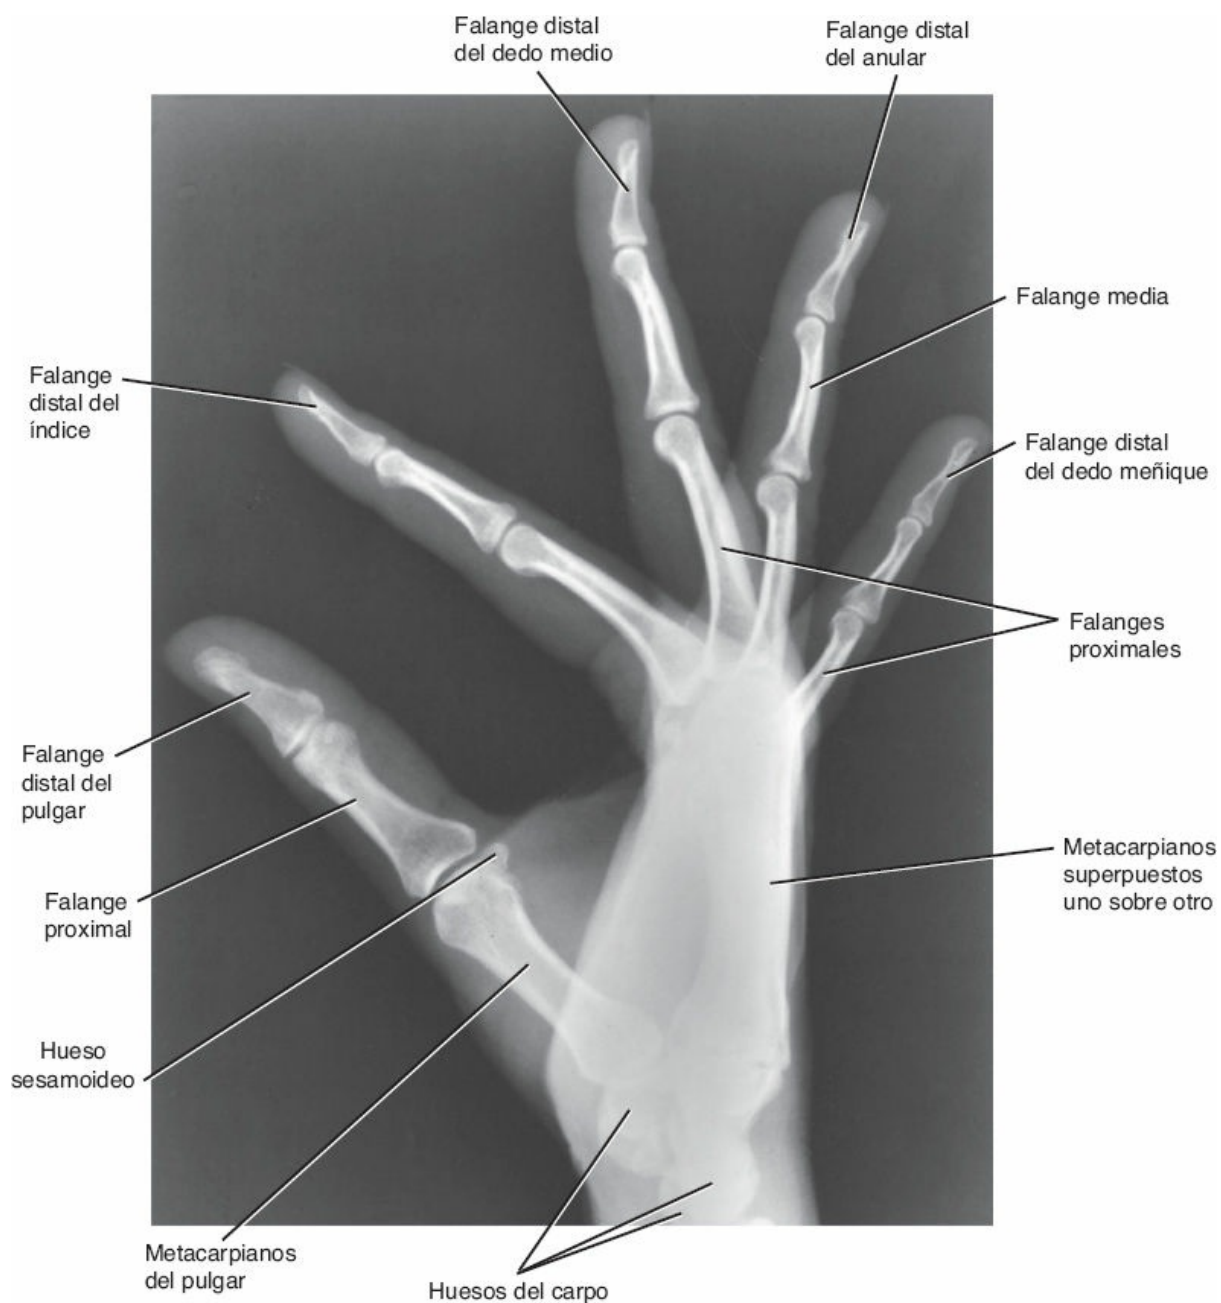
Radiografía lateral de la muñeca y la mano de una persona adulta con los dedos en diferentes grados de flexión.
